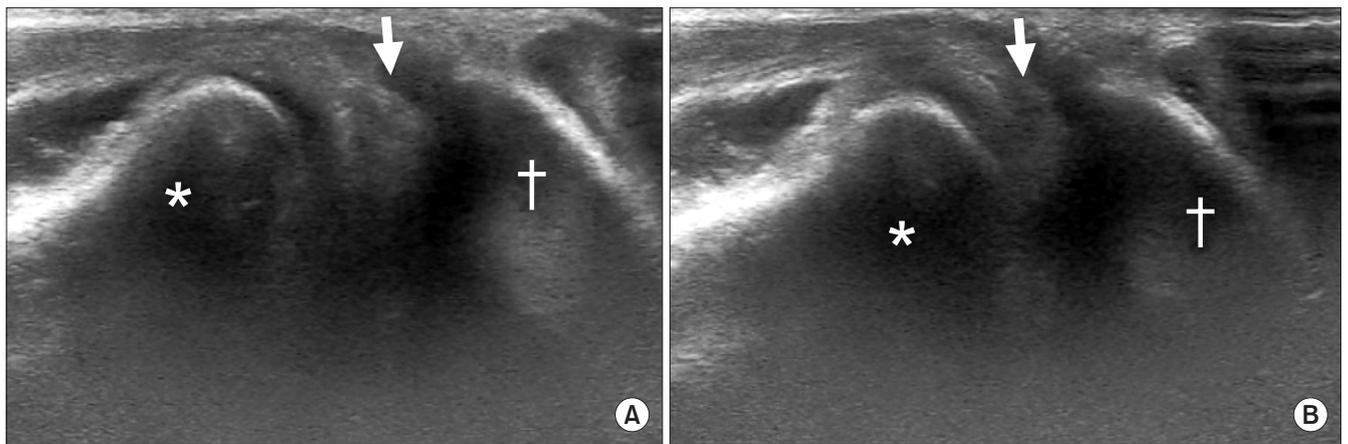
A hyperechoic band-like structure was observed between the radial head and capitellum on the longitudinal scan of ultrasonography. The thickened plica (arrows) was captured between the radial head and capitellum on extension of elbow (A) and came outside the radiocapitellar joint on flexion of the elbow with large clunk sound (B). *Radius. †Humerus.
